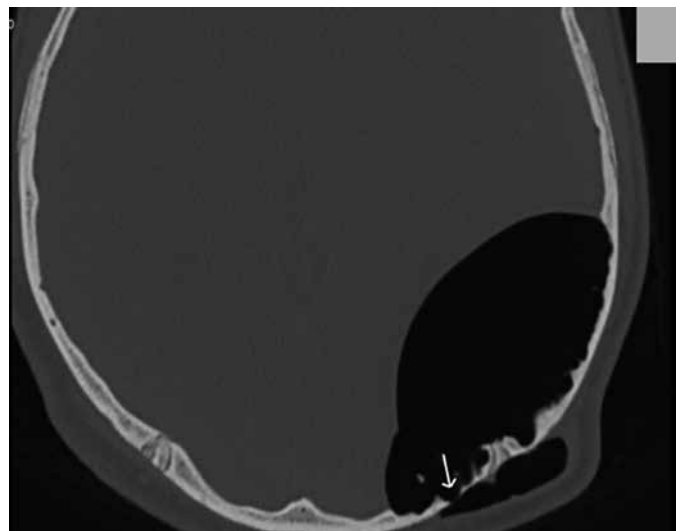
Computed tomography of a patient with an otogenous pneumocephalus before treatment (scan 2)
